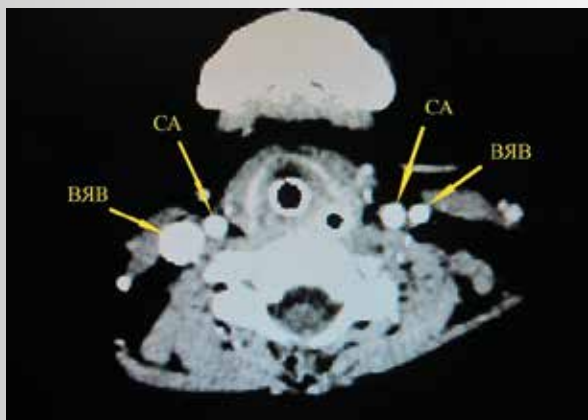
МРТ в сосудистом режиме шейного отдела, поперечный скан – взаимное расположение магистральных сосудов шеи и различие диаметров внутренних яремных вен (обозначены стрелками)
